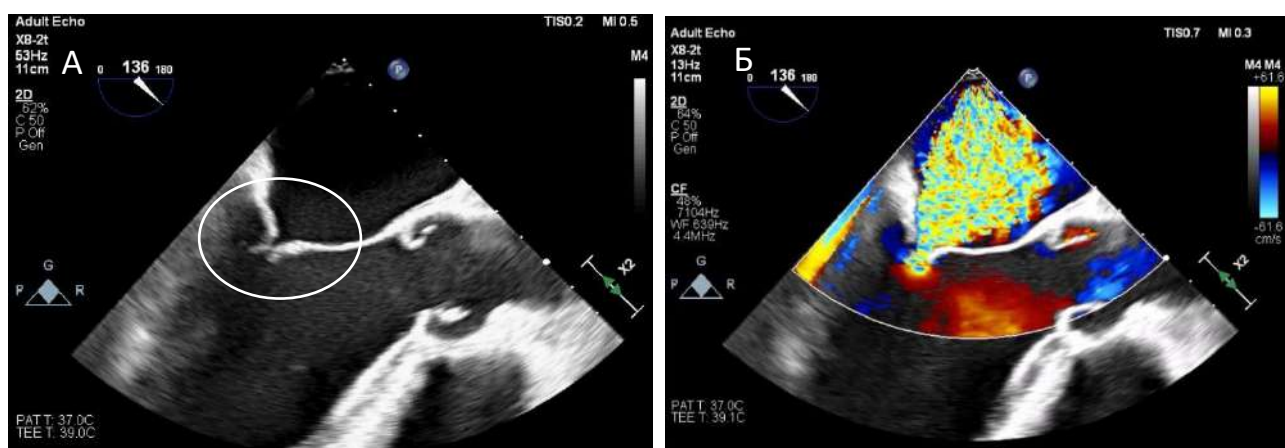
Чреспищеводное эхокардиографическое изображение. А-двумерное серошкальное изображение, маркером указаны утолщенные натянутые створки митрального клапана пациента. Б – режим цветового доплеровского картирования, демонстрирующий митральную недостаточность. Изображения из личного архива
